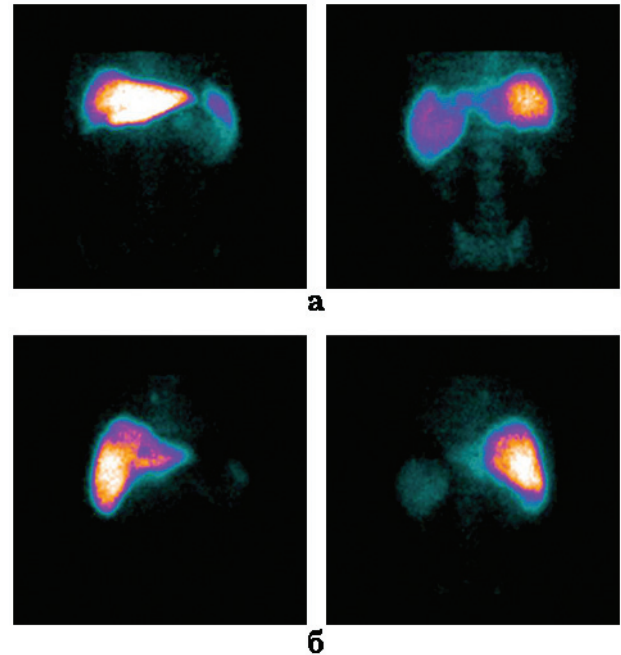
Сцинтиграммы печени и селезенки больного О. 60 лет в передней и задней проекциях до (а) и через 21 день после (б) ортотопической трансплантации печени
